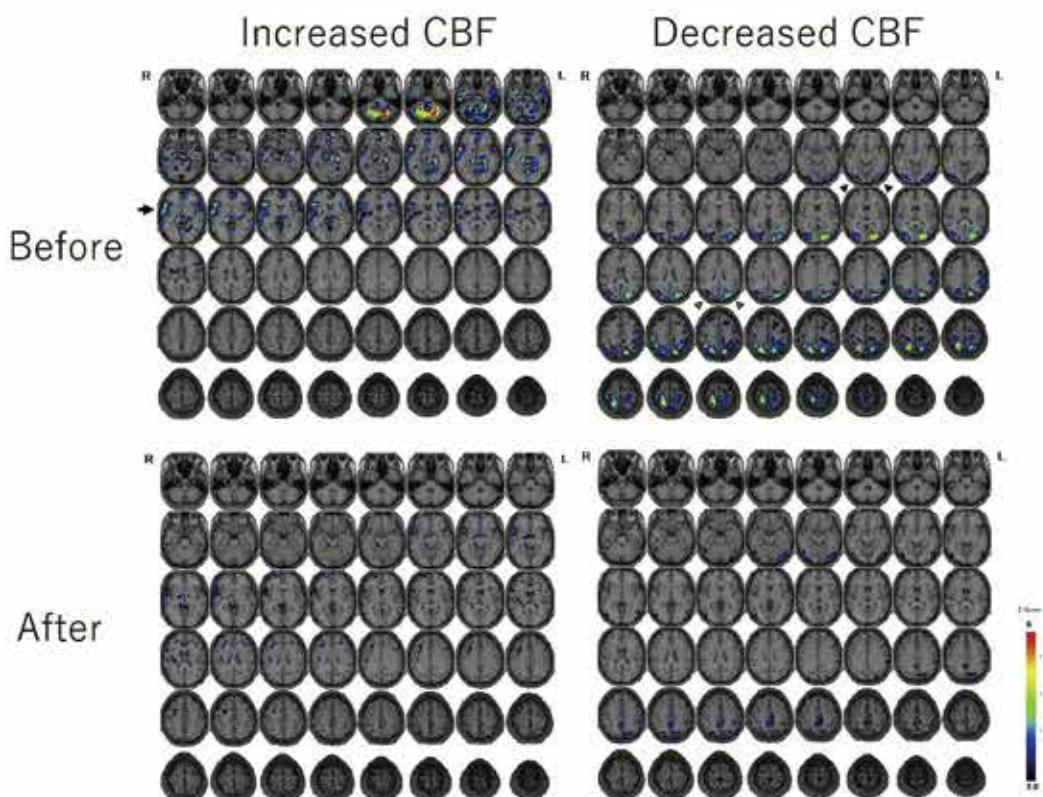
Interictal single photon emission computed tomography (SPECT) using ^{99m}Tc -ethyl cysteinate dimer before treatment. The data were analyzed with the Easy Z-score Imaging System. Areas with increased (Z-score > 2) cerebral blood flow (CBF) (left) and those with decreased CBF (right) are colored. Before treatment (upper), hyperperfusion around the right superior temporal gyrus (arrow) and hypoperfusion of the bilateral occipital regions are revealed. Hypoperfused region involves the area MT/V5 (open triangles) and V4v (closed triangles). Approximately 18 months after treatment (lower), both the hyper- and hypoperfusion seen before treatment are improved.
